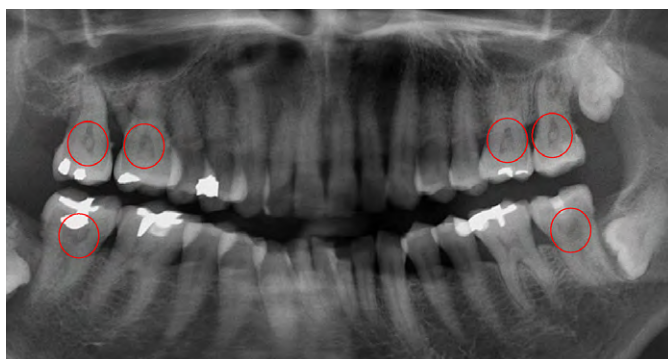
Цифровая панорамная рентгенография: очаги кальцификации (красный кружок) [12]
